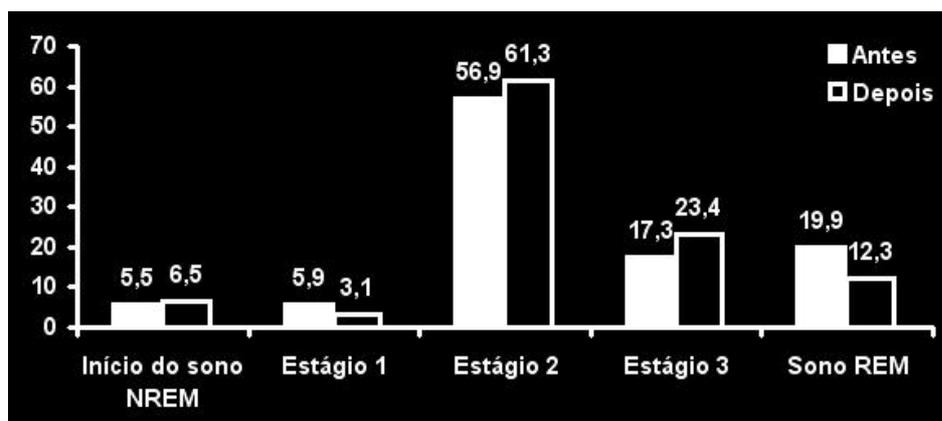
Avaliação através da polissonografia do Início do sono NREM, Estágios do sono: 1, 2 e 3, e Sono REM. Método Estatístico Empregado: Microsoft Excel versão 2007 for Windows.
